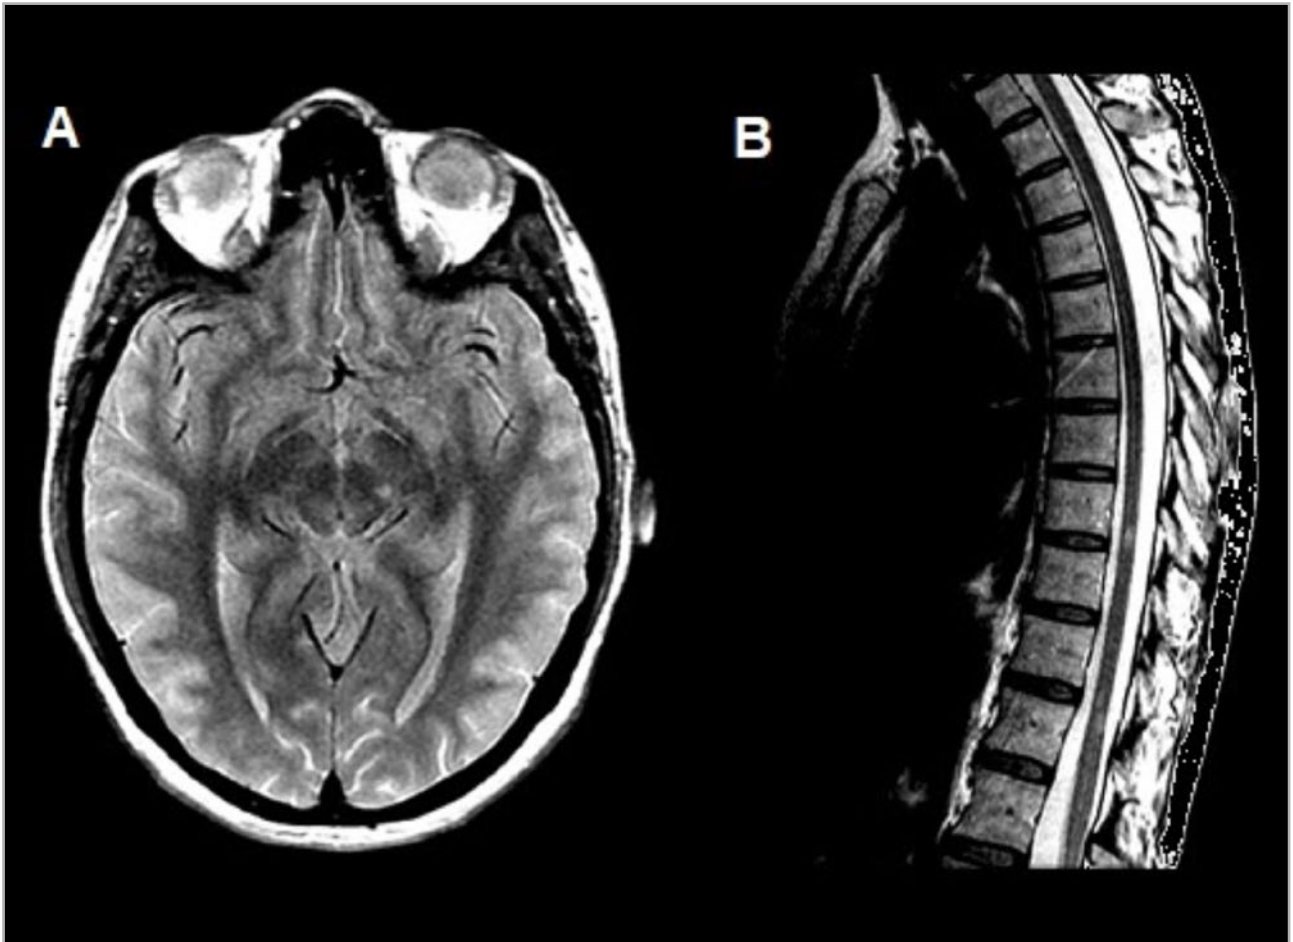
Resonancias magnéticas (RM) realizadas tras el empeoramiento. A: RM craneal (plano axial, secuencia T2), con lesión hiperintensa en el mesencéfalo a nivel del núcleo rojo izquierdo; B: RM medular dorsal (plano sagital, secuencia T2), con lesiones hiperintensas en el cordón medular a nivel de D9, D11 y D12.
